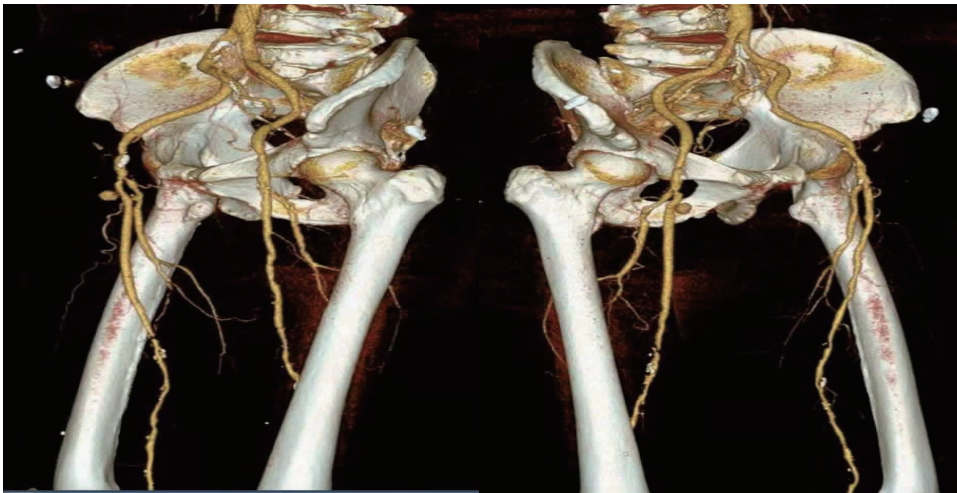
双下肢 CTA 提示右侧股浅动脉假性动脉瘤形成
